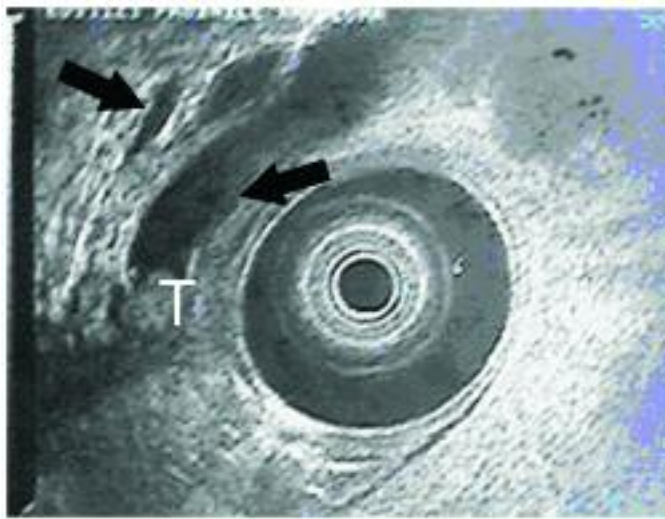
Ecografía endoscópica donde se observa: Dilatación de vía biliar extrahepática intrapancreática (flecha blanca) y dilatación de conducto de Wirsung (flecha sin relleno) Se comprueba la presencia de un tumor ampular (T).
